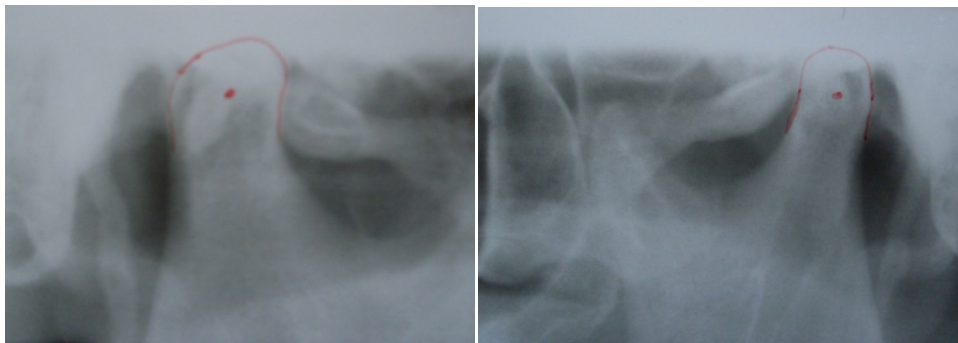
Radiografias dos côndilos direito e esquerdo do paciente.
